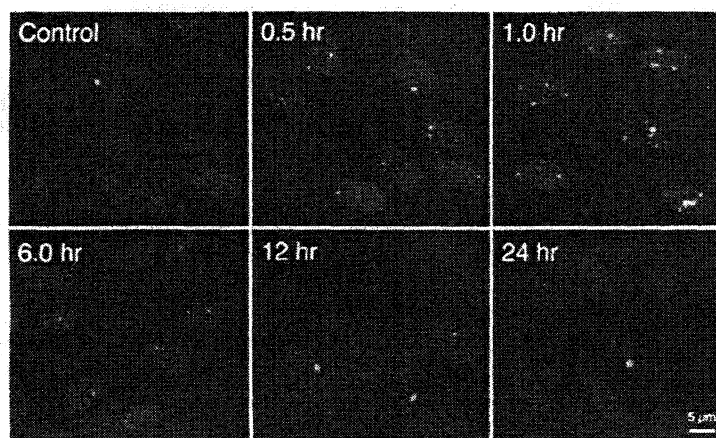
X線(100mGy)によるDNA損傷の誘発と減少
